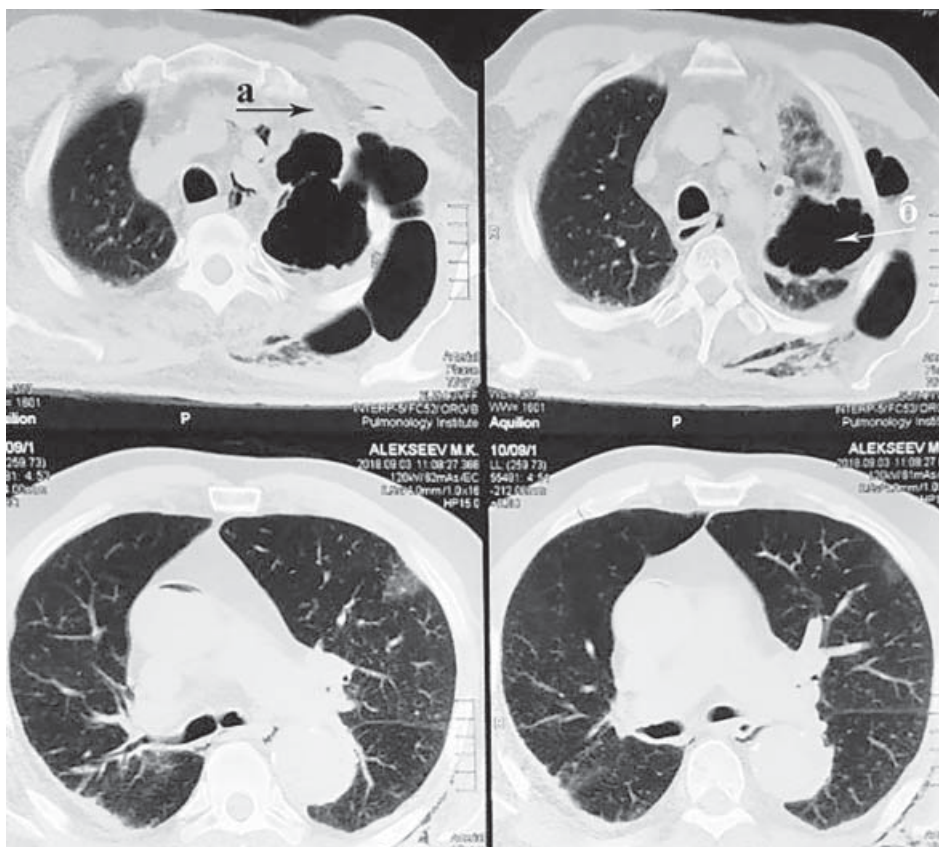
СКТ ОГП при поступленні (поперечні зрізи): а — лізис 1-го ребра, б — кіста легені.
